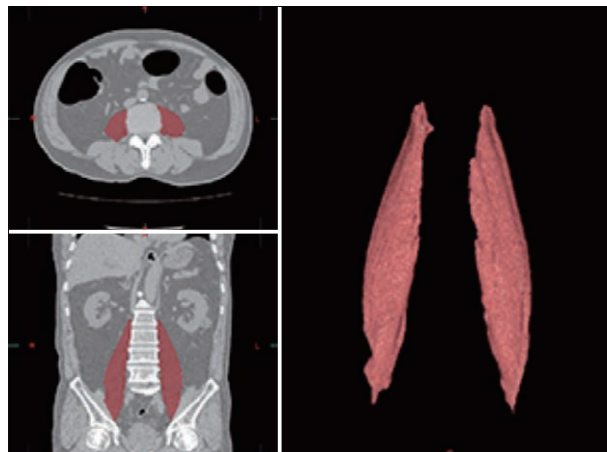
3D-CTにより立体的に描出された左右の大腰筋
